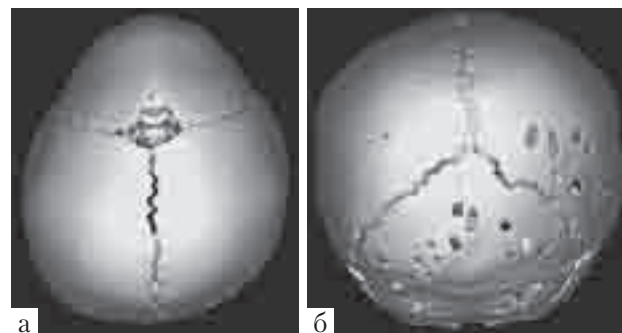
3D-КТ пациента 5 мес, DS: метопический синостоз, тригоноцефалия, позиционная деформация затылочной области: а – деформация, характерная для тригоноцефалии, и уплощение правой теменно-затылочной области, характерное для позиционной плаггиоцефалии; б – лямбдовидный шов прослеживается на всем протяжении черепа
